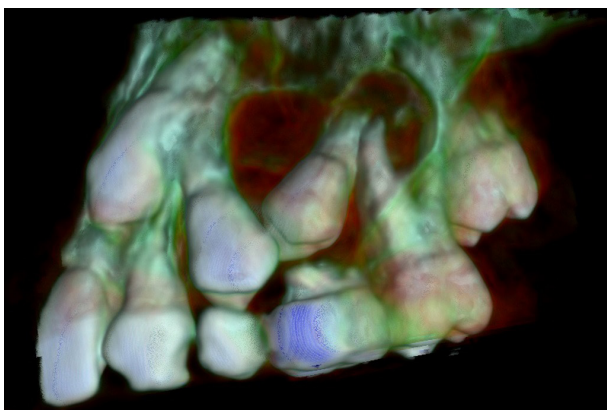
Análisis del CBCT combinado con la fotografía en 3D.
